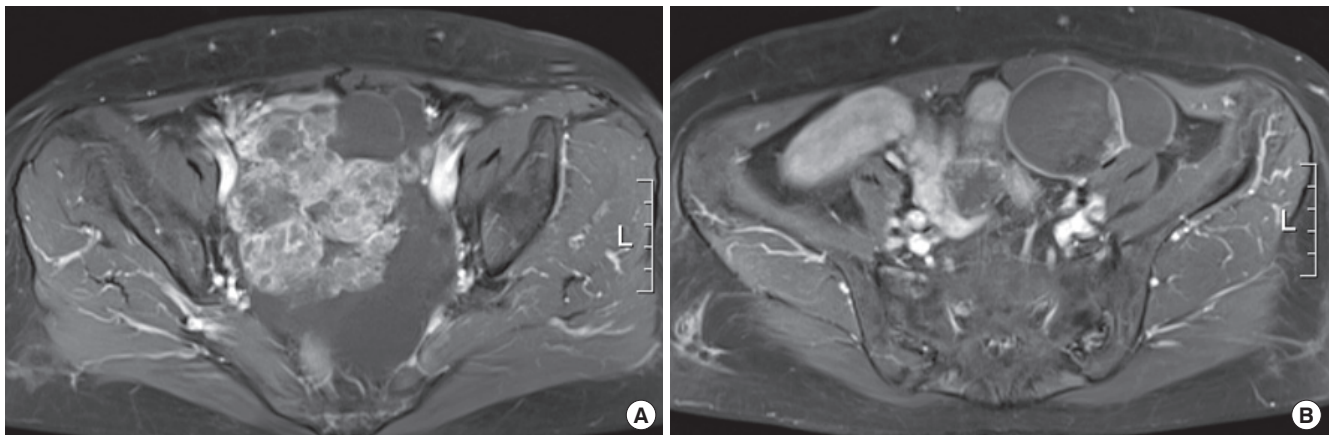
T1WI magnetic resonance imaging with gadolinium enhancement shows bilateral ovarian masses. A. Right ovarian mass measuring 11 × 9 cm in its largest diameter with multiple septated cystic and solid portion is noted. B. Left ovarian mass measuring 7 × 4.5 cm in its largest diameter with suspicious enhancing solid portion is also noted.
